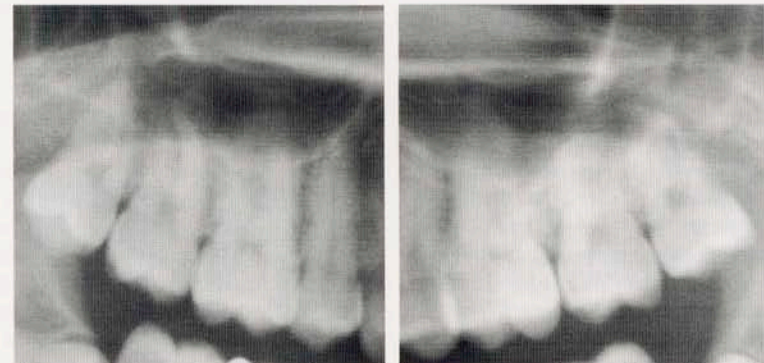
Secciones de la radiografía panorámica tomada antes del tratamiento. Nótese la aparente proximidad de los senos maxilares con los ápices de las raíces.
